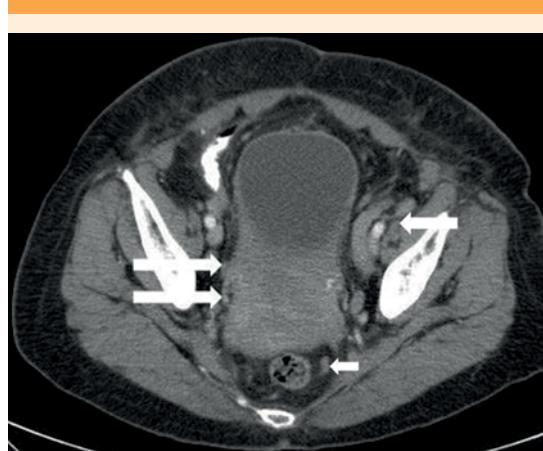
Tomografía computada que muestra al útero aumentado de tamaño, en el tercio inferior. Incremento de volumen y de la densidad del área vaginal. Engrosamiento parietal difuso de la vejiga urinaria, más evidente en la cara posterior, sin plano de separación con la cara anterior uterina (flechas largas). Se observan adenopatías de aspecto patológico en la zona iliaca (flecha intermedia) y espacio perirrectal (flecha corta).
